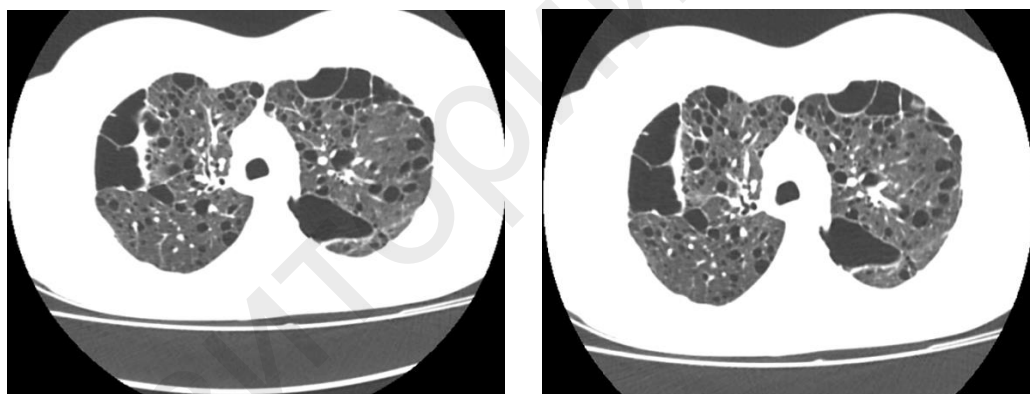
Компьютерная томография органов грудной клетки (май 2022 г.)
